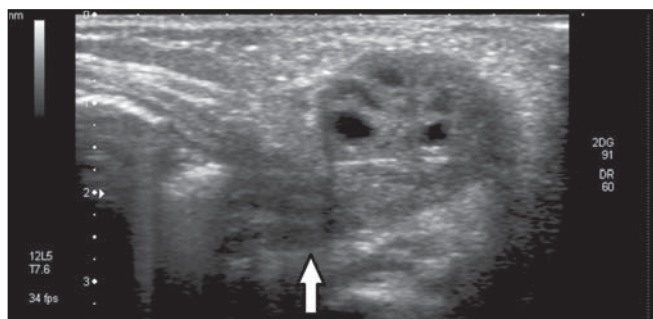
Ultrassonografia do grande lábio vulvar direito. Notar a continuidade do pedículo do órgão para o canal inguinal (seta).
